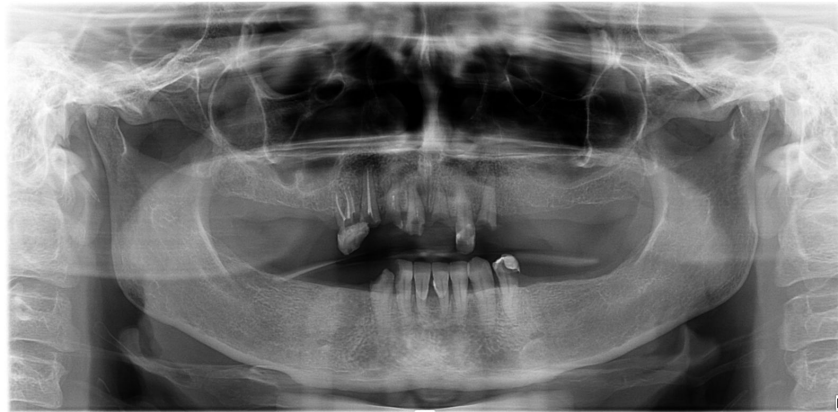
Radiografia Panorâmica Inicial. Fonte: foto dos autores (Curitiba, 2024).
